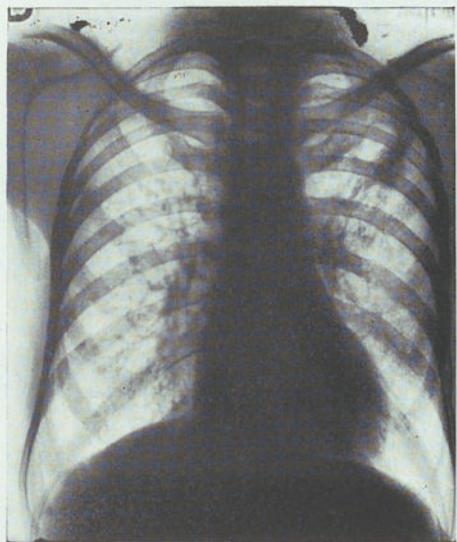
Radiografía del 30-IX-36. Caverna precoz infraclavicular izquierda.
